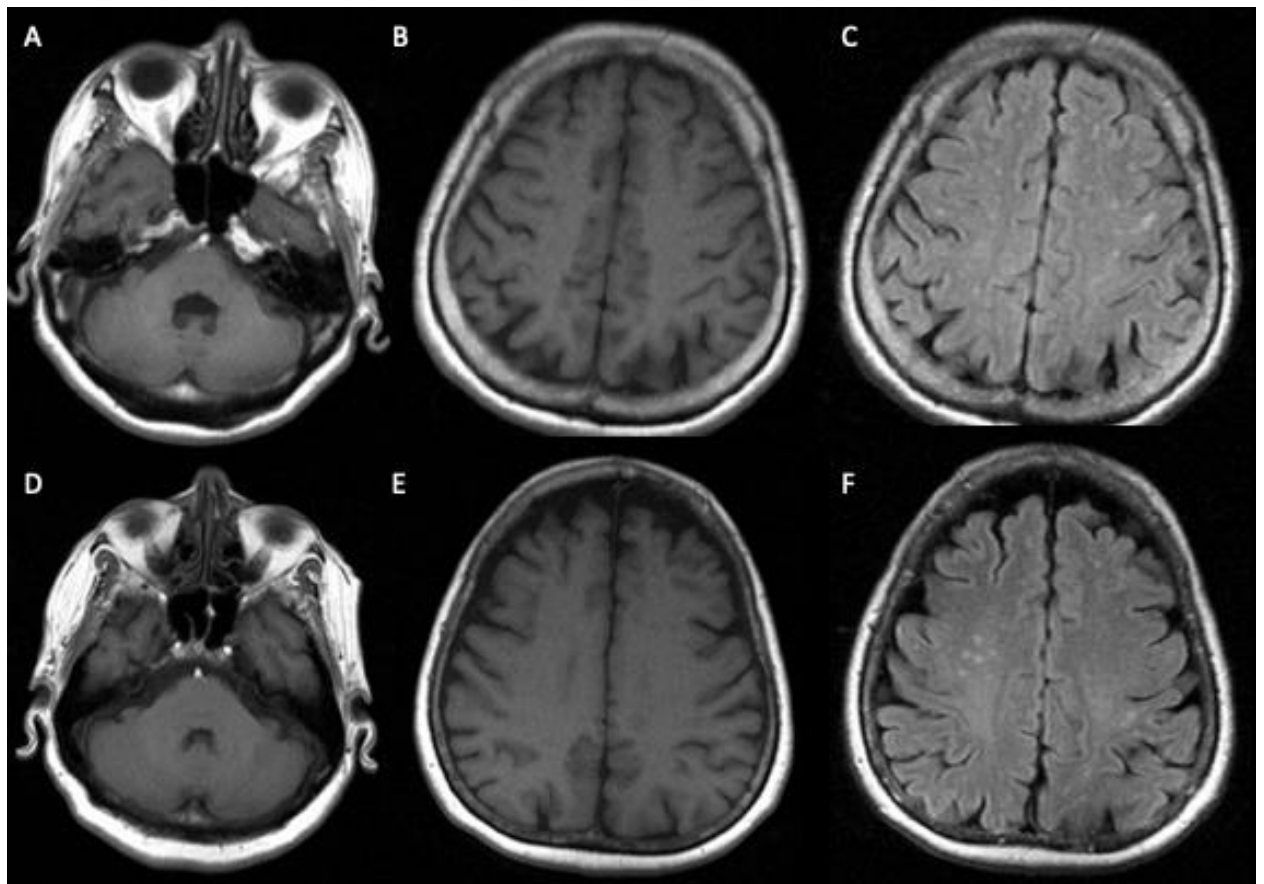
Ressonância magnética do encéfalo, sequências T1 axial ao nível do cerebelo (imagens A e D); T1 axial ao nível da alta convexidade frontoparietal (imagens B e E); e FLAIR ao nível da alta convexidade fronto-parietal (imagens C e F). Imagens A, B e C: paciente chagásica, sexo feminino, 66 anos, fração de ejeção do ventrículo esquerdo 62%, volume cerebral 670ml, volume cerebelar 104ml, volume de lesão de substância branca 0,5ml, sem infartos cerebrais, escore-Z visuoespacial -0,78, memória -0,94, função executiva -1,95, cognição global -1,22. Imagens D, E e F: paciente com cardiopatia isquêmica, 73 anos, fração de ejeção do ventrículo esquerdo 81%, volume cerebral 1034ml, volume cerebelar 133ml, volume de lesão de substância branca 3,5ml, sem infartos, escore-Z visuoespacial -1,96, memória -0,39, função executiva -1,66, cognição global -1,34.
